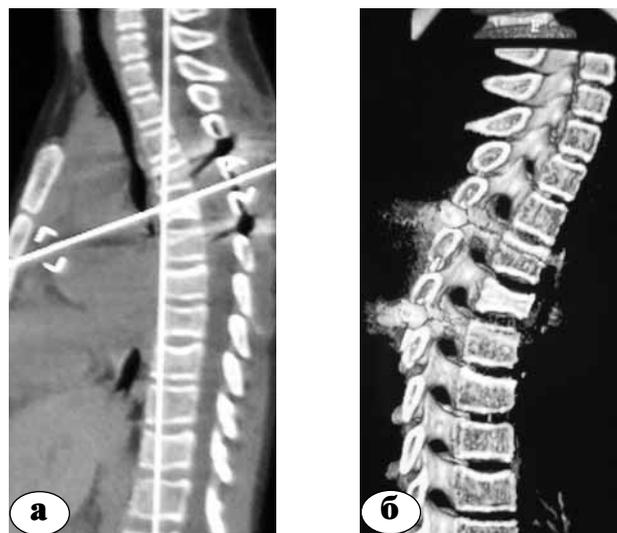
КТ пациента Ч. : а — через 9 месяцев с момента травмы; б — после отмены корсета через 15 месяцев с момента травмы
